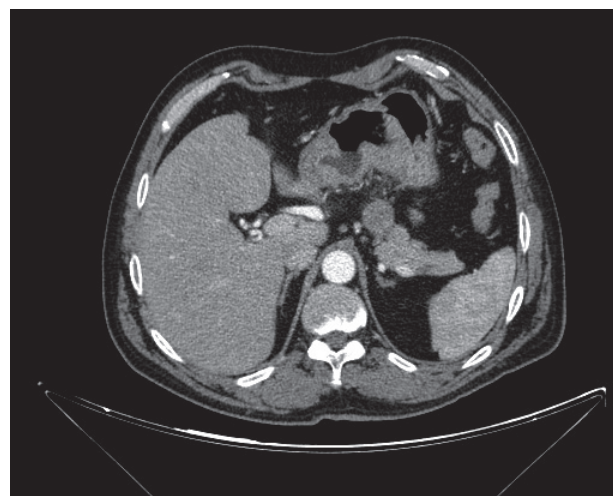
TC pre-operatoria (luglio 2015).
